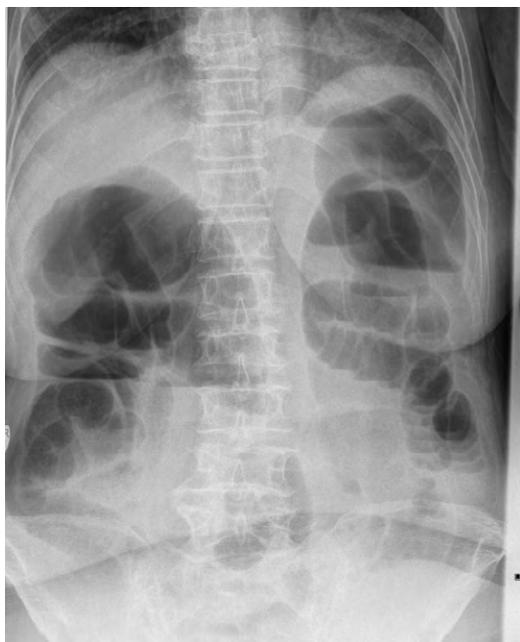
Обзорная рентгенограмма брюшной полости при поступлении больного Н., 67 лет
